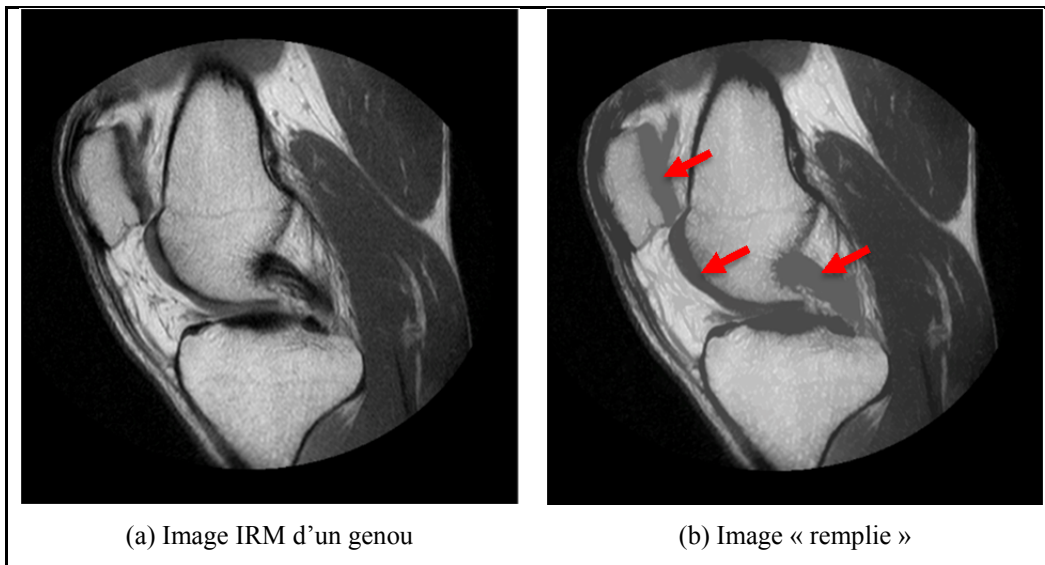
Remplissage d'une image IRM
